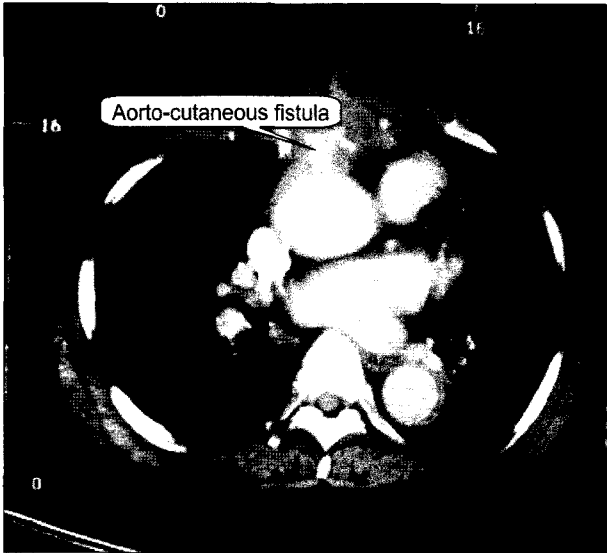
Chest CT shows the aorto-cutaneous fistula but no sub-sternal hematoma.
